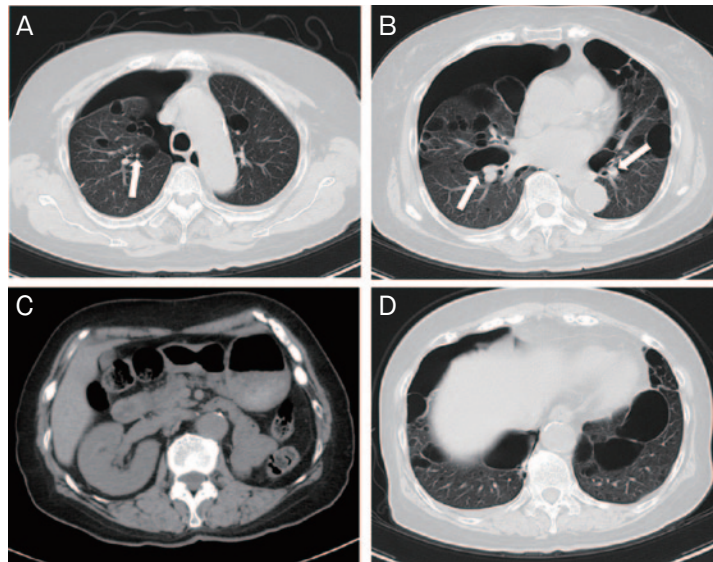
初診時胸腹部CT。(A, B, D) 右気胸および両側多発性肺嚢胞を認める。多発性肺嚢胞は大きさにばらつきがあり、壁は薄く平滑で、下葉優位に分布し、一部の嚢胞は肺動脈・肺静脈に接している(矢印)。(C) 右腎に腫瘍性病変はない。
